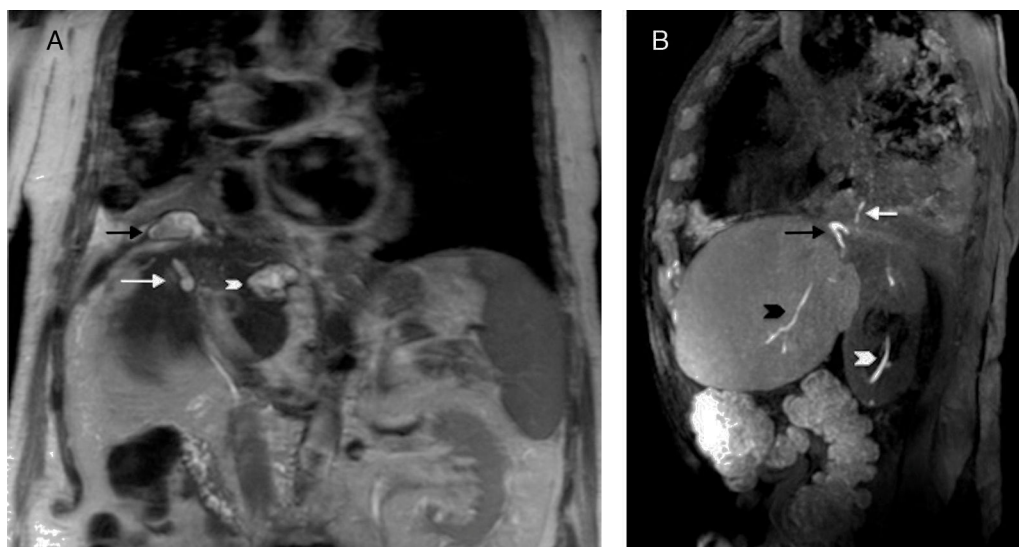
Resonancia magnética. A) Imagen coronal potenciada en T2, en la que se identifica, al igual que en la tomografía computarizada, una colección subdiafragmática que se muestra hiperintensa y con una pared que la delimita (flecha negra). Se identifican también la enfermedad pulmonar basal derecha adyacente a esta colección, la vía biliar intrahepática (flecha blanca) y la calcificación hepática con contenido líquido en su interior (punta de flecha). B) Imagen de reconstrucción MIP sagital con potenciación en T1, en fase de excreción biliar tras la administración de ácido gadoxético, en la que se identifican la excreción biliar del contraste (punta de flecha negra), la colección subfrénica por donde se visualiza el trayecto de la fístula biliobronquial (flecha negra), y la presencia de contraste en el árbol bronquial (flecha blanca). Se observa también la eliminación renal del contraste (punta de flecha blanca).
